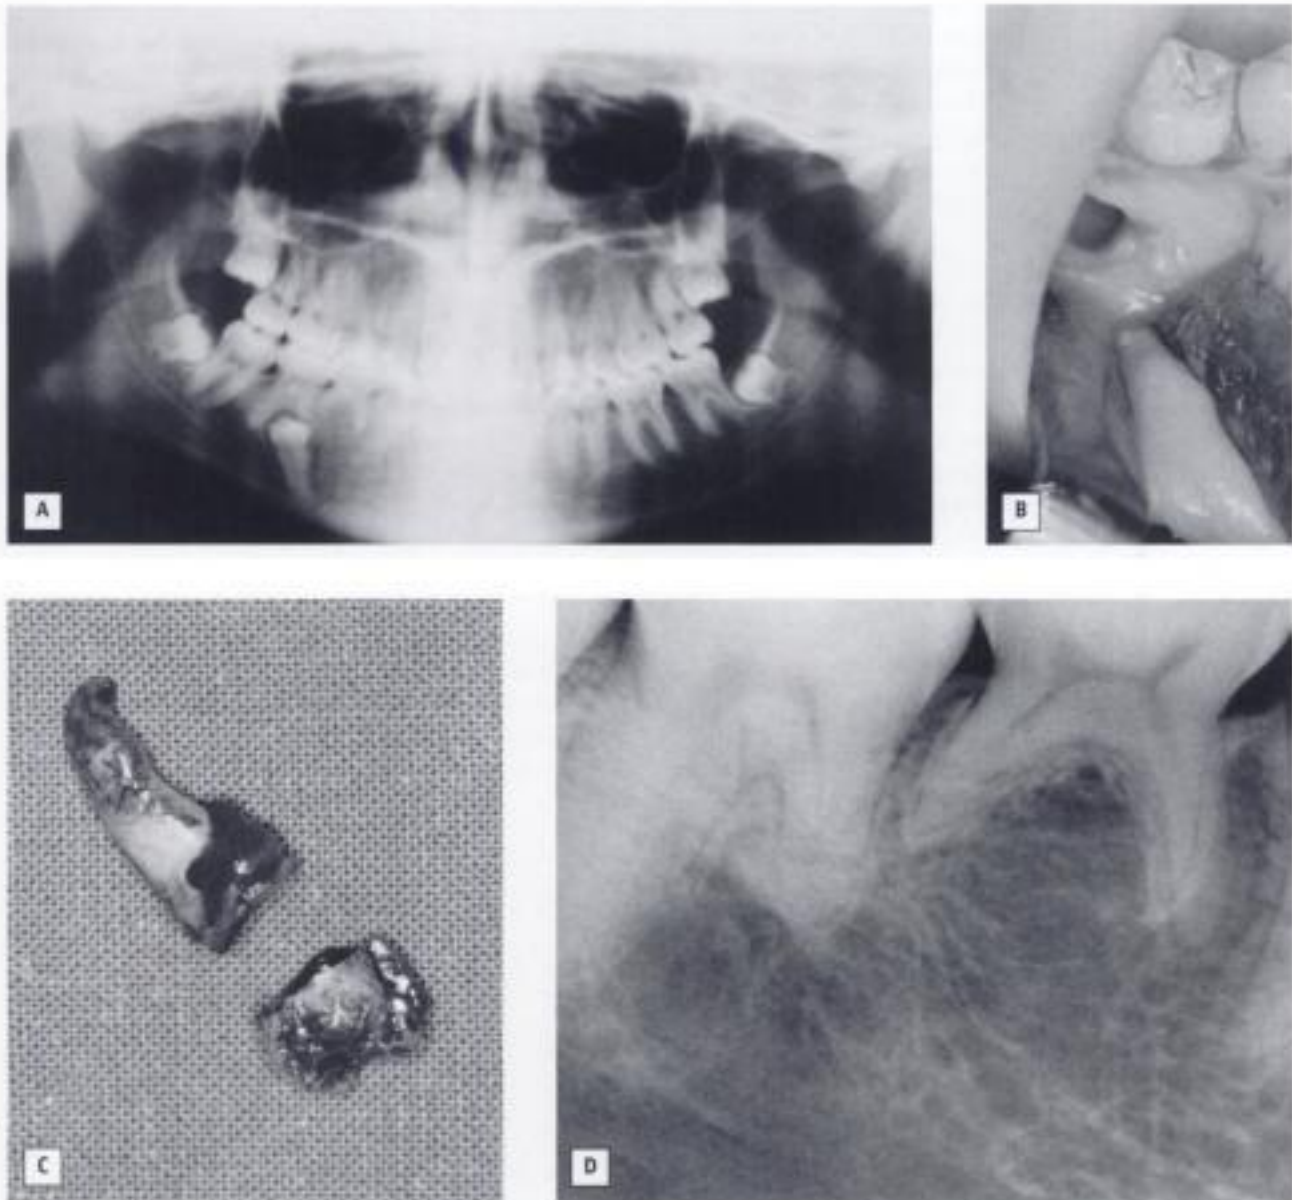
Lesión del mentoniano en la extracción de un premolar inferior incluido. A) Radiografía panorámica. B) Fase quirúrgica con exposición del nervio. C) Odontosección del premolar. D) Radiografía a los 10 meses. (Recuperación de la anestesia a los 18 meses.)
